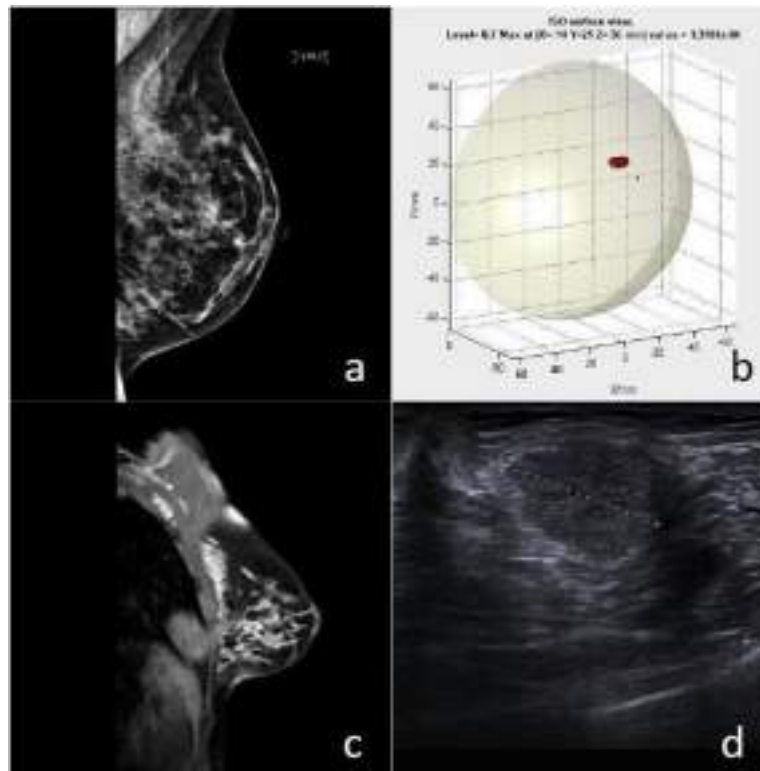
Imágenes obtenidas de cáncer de mama con diferentes métodos [2.37]: a) Mamografía de la mama afectada donde no se encuentra el tumor; b) Imagen obtenida con MARIA® donde se encuentra un tumor; c) Imagen obtenida con mediante resonancia magnética usando agentes químicos donde se ve el tumor según [2.37]; d) Imagen obtenida por ultrasonidos durante la biopsia donde está el tumor marcado con línea punteada.
